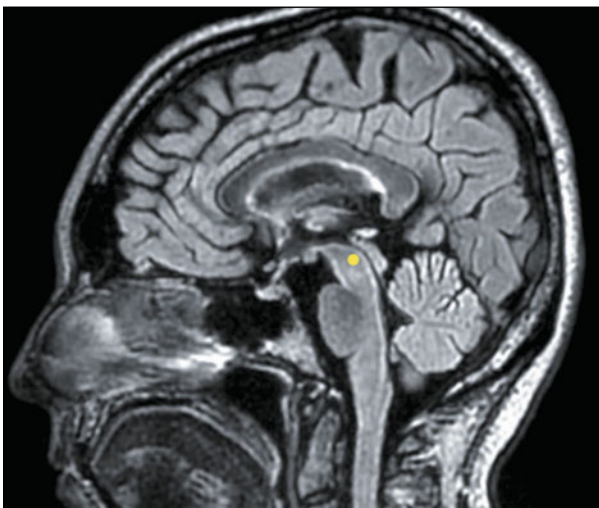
Point jaune : projection de la cible stéréotaxique sur une coupe IRM sagittale.
